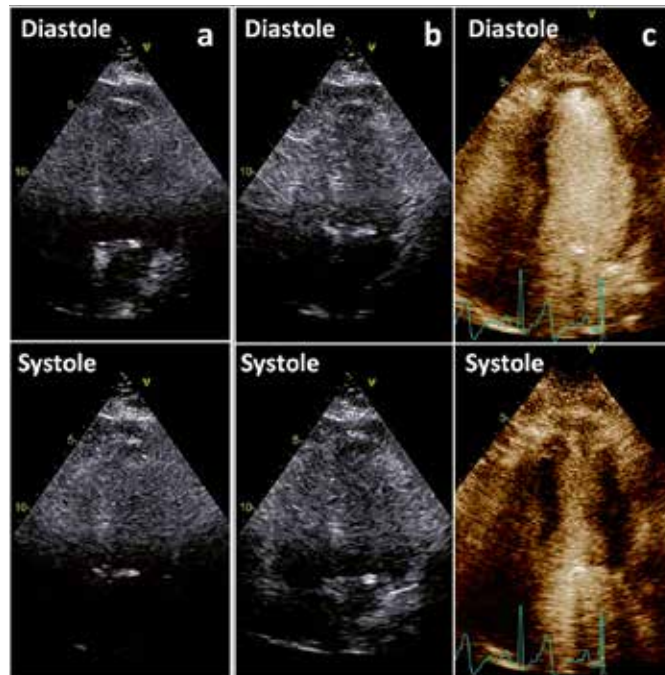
Vergleich der Endokardkonturerkennung während der Diastole und Systole bei konventioneller zweidimensionaler Echokardiographie mit hohen Schallfrequenzen (d.h. geringe Penetration) (a) und niedrigen Schallfrequenzen (d.h. verbesserter Penetration) (b) sowie mit Linksherzkontrastmittel (c).
